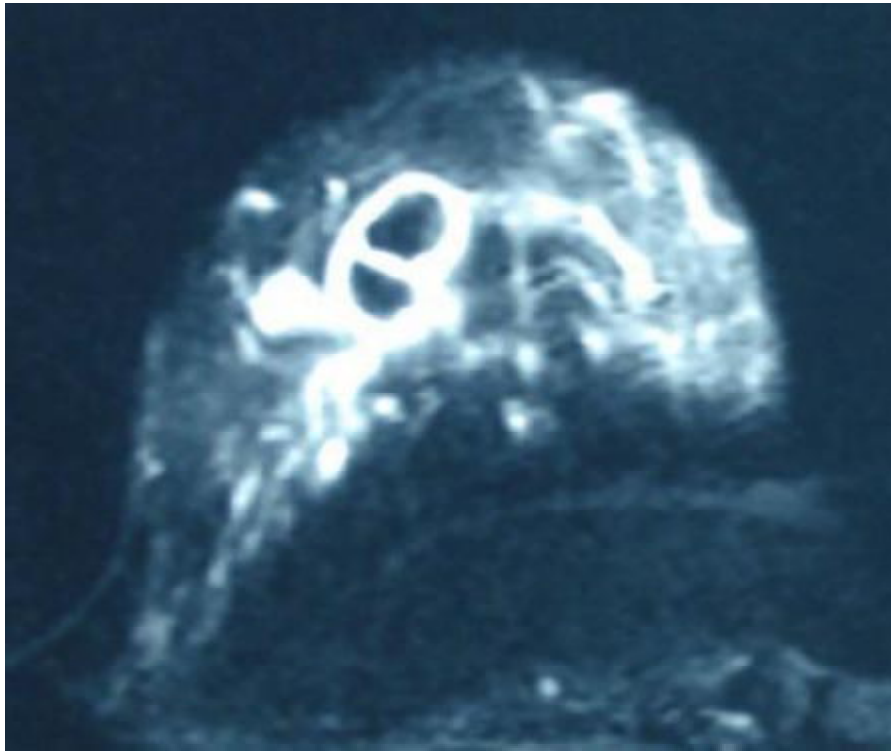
IRM mammaire en coupe axiale après injection de gadolinium et suppression: Masse bilobée à rehaussement périphérique avec un centre en hyposignal.
